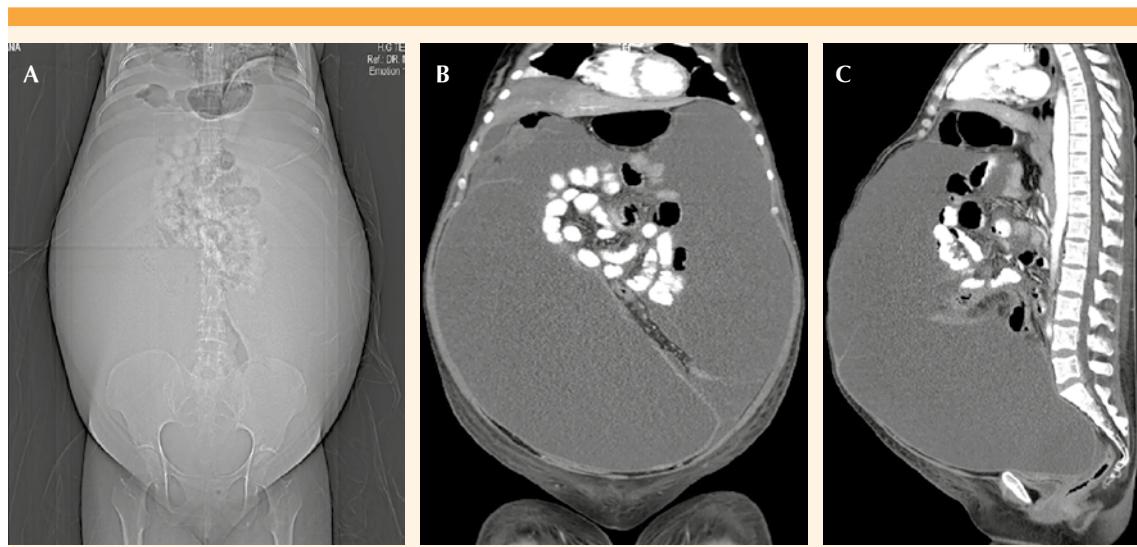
Tomografía abdominal (A) reconstrucción, (B) coronal, (C) axial) con tumoración gigante que abarca toda la cavidad pélvica y abdominal.
